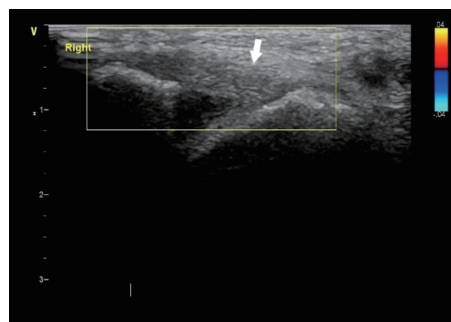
I级踝关节急性ATFL损伤患者(男,20岁)超声图,右侧韧带连续性尚可,局部增粗,内部回声减低(箭头示)
